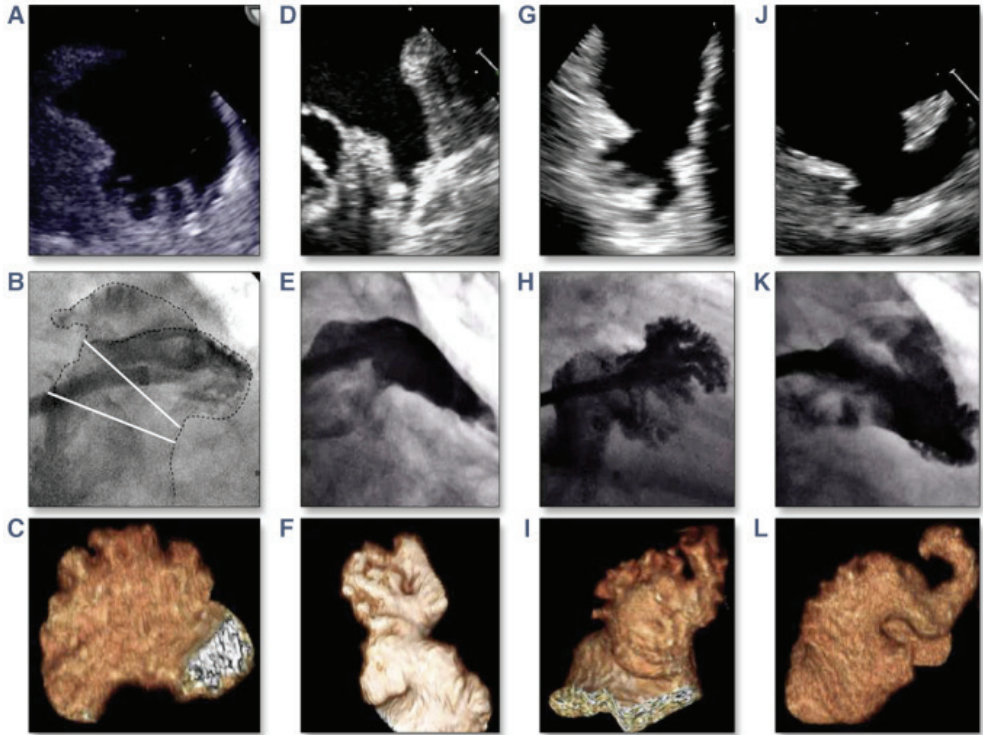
Le 4 morfologie di auricola sono mostrate nella prima riga con l'ETE, con l'angiografia nella seconda riga e con 3D-TC nell'ultima riga. Cavolfiore (A - C), a banderuola come calza di vento (D - F), cactus (G - I), ala di pollo (J - L). Modificata da Beigel R et al. *J Am Coll Cardiol Img* 2014; 7:1251-65.
